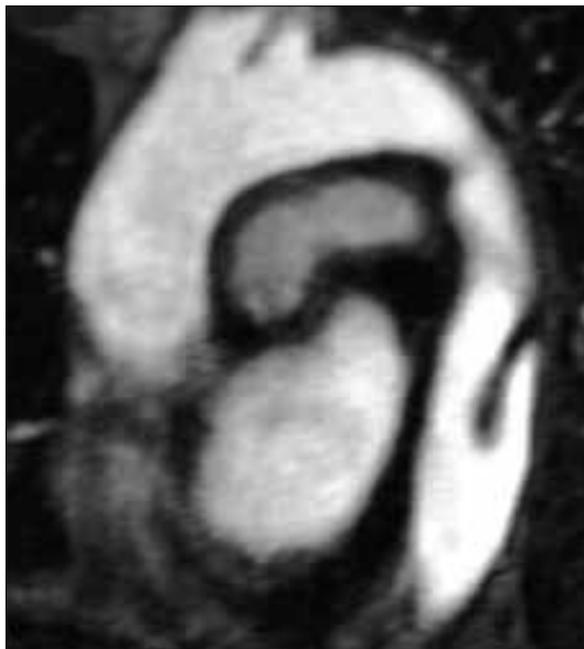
Angiorresonancia magnética de la aorta torácica descendente con trombo mural flotante.
